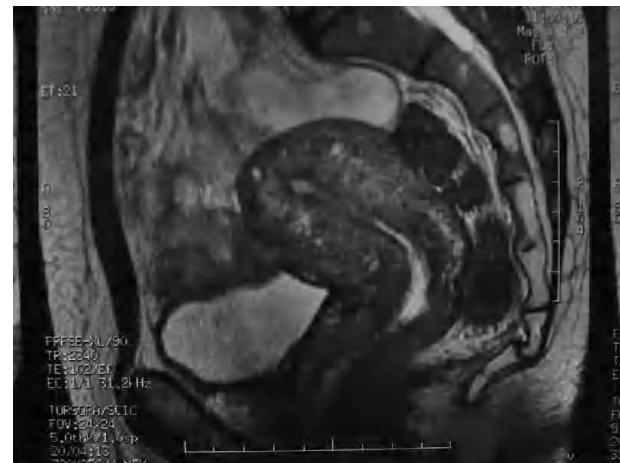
Resonancia magnética. Cavidad uterina vacía.
